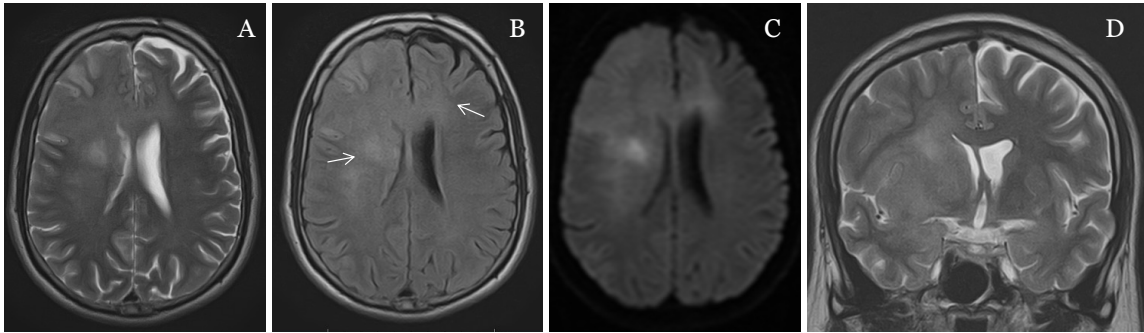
RM CE 6/6/2019 (A-D: T2 axial, FLAIR axial, Difusão axial, T2 coronal).
